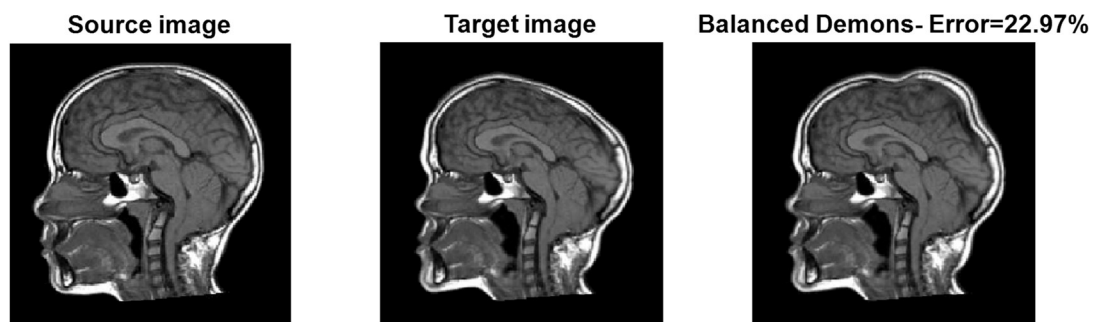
A ogni MRI è applicata una deformazione nota, ottenendo così l'immagine target. La trasformazione tra l'immagine sorgente e la sua versione deformata è stimata con il Demons e la sua discrepanza dalla deformazione reale è calcolata mediante errore quadratico medio.
